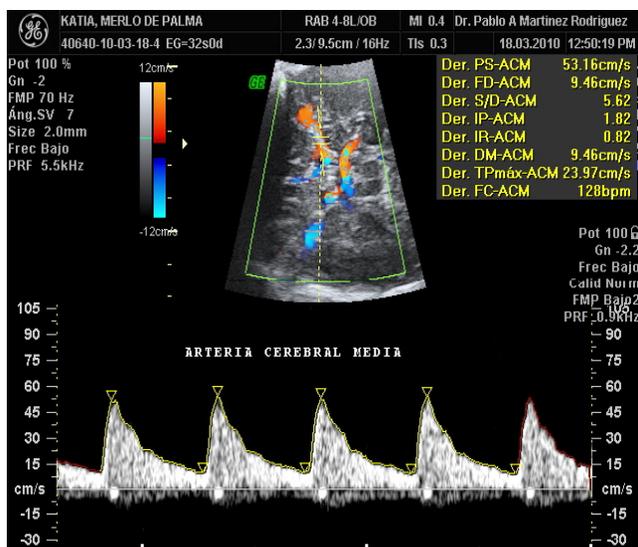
Imagen Doppler del Polígono de Willis. Tomado de Martínez P., Cáceres L. Flujiometría Doppler en Medicina Materno Fetal. Rev. Med. Honduras, Vol. 82, 2 (29). 2014.
